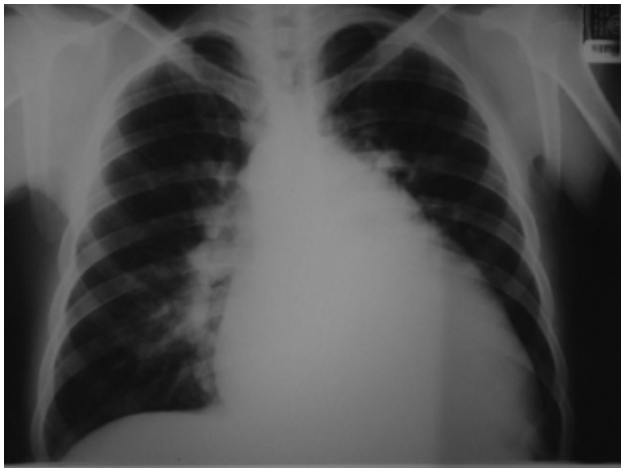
Radiografía PA de tórax que muestra cardiomegalia grado III y arteria pulmonar derecha prominente, sugerentes de hipertensión pulmonar.
